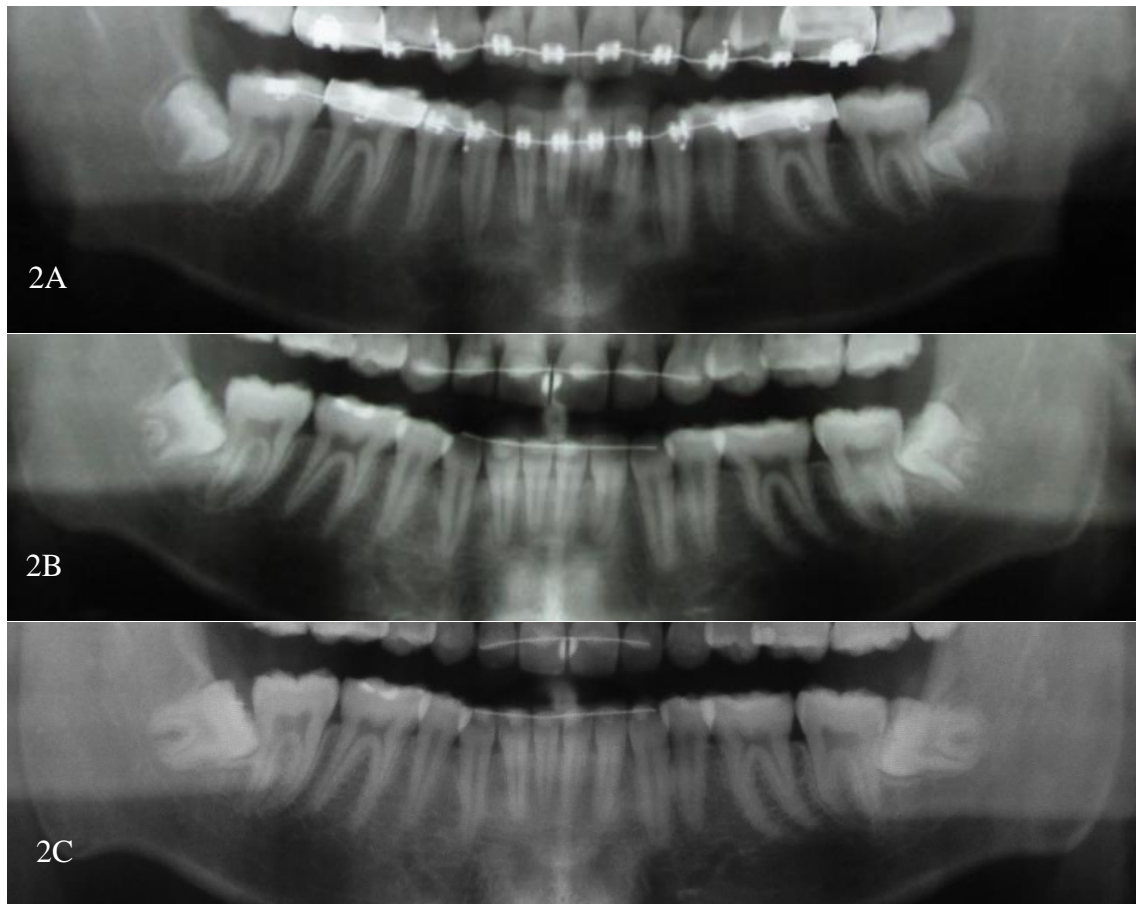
Radiografia panorâmica (2A) ao final do tratamento ortodôntico (RX1) e de acompanhamento em RX2 (2B) do paciente utilizado como controle negativo do estudo. A confirmação da impaction foi definida através de uma terceira radiografia (2C), aos 21 anos e 3 meses de idade.
